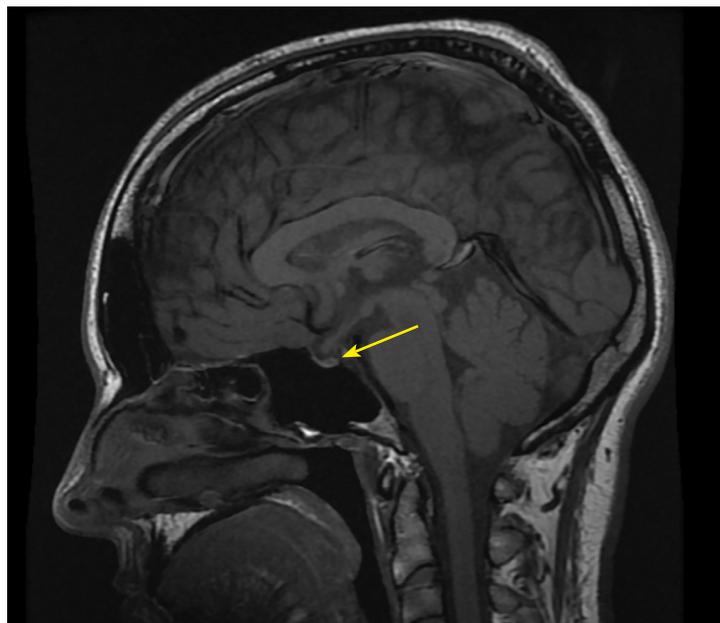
МРТ головы с контрастным усилением, T1-взвешенное изображение, сагиттальная проекция. МР-картина частично «пустого» турецкого седла. Отсутствие сигнала от нейрогипофиза (изменения указаны стрелкой).
